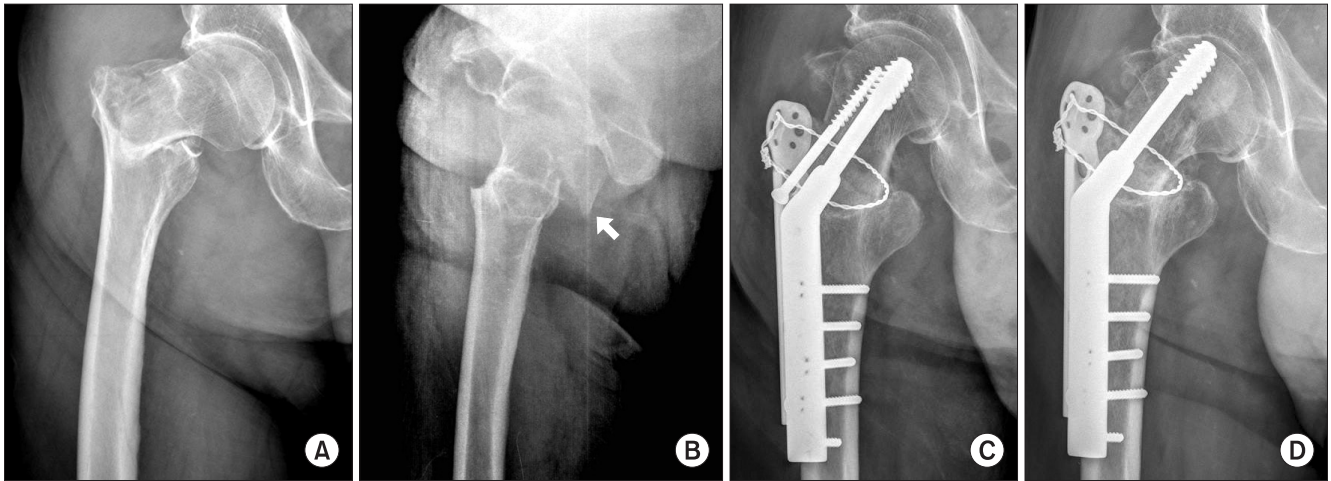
1A-D. A 68-year-old male underwent closed reduction and internal fixation using CHS and TSP with additional screw and wiring due to unstable intertrochanteric fracture. (A, B) Preoperative anteroposterior and lateral radiographs show three fragmentary fracture with displaced posterior greater trochanteric fragment (white arrow). (C) Six month follow-up anteroposterior radiograph and (D) 11 month follow-up anteroposterior radiograph show cut-out of a lag screw.
